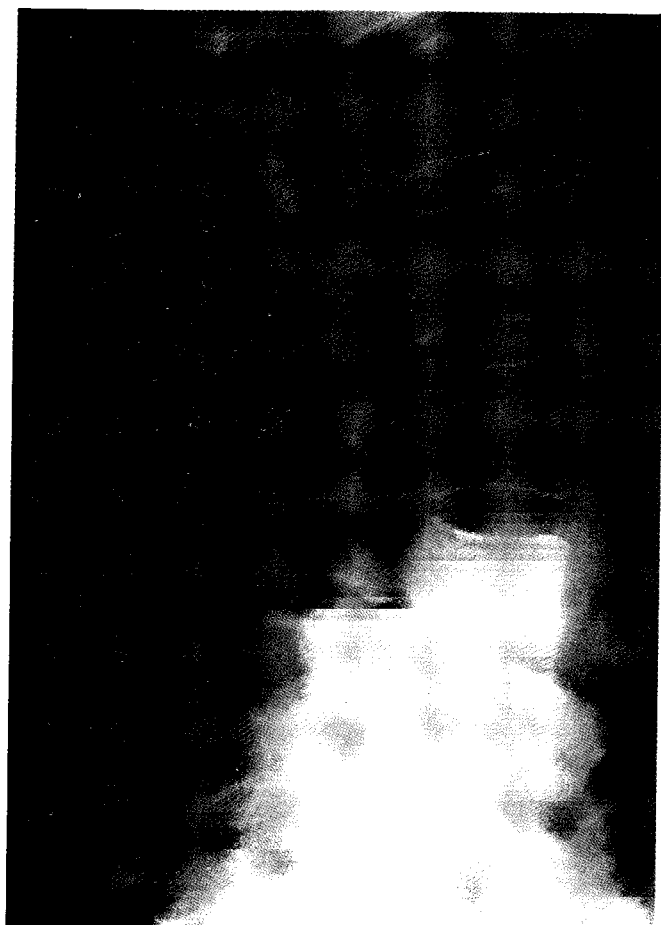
Radiografia da coluna lombo-sagrada, Perfil em bipestação, Dois terços do peso corporal são, em grande parte, suportados por uma superfície em declive, a plataforma superior do sacro.
